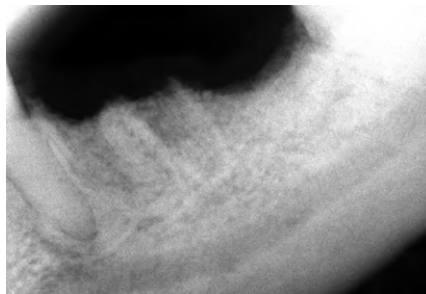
Пациентка Н., 73 лет: внутриворотная контактная рентгенография области зубов 3.5—3.7 на момент обращения
